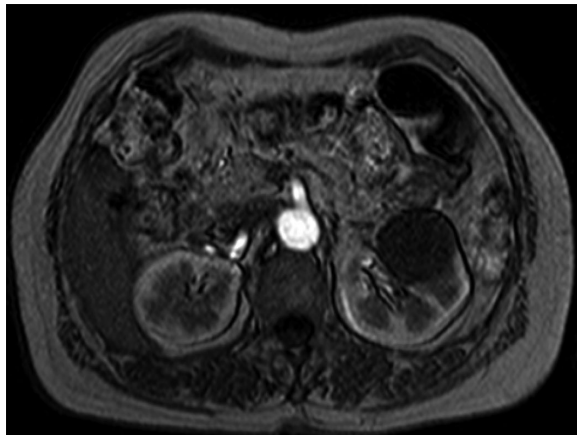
Magnetic resonance imaging revealed the left kidney tumor measuring 45 × 42 mm.
